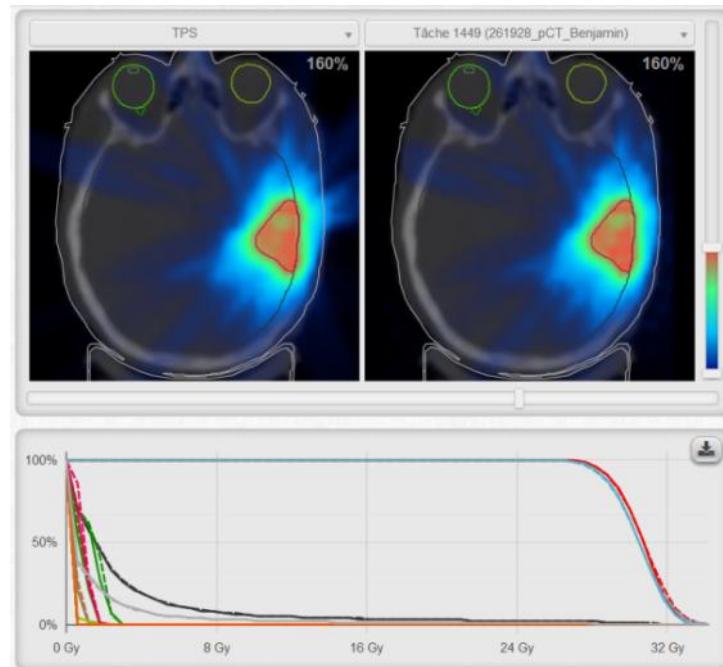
Comparison of dose distributions obtained on a pseudo-CT compared to the real CT, using Moderato. The DVHs are all in agreement within 0.5 %, proving the point that the pseudo-CT can be considered equivalent to the actual CT and would lead to an identical treatment plan. Comparable results are obtained for 90 % of our head and neck patients.
